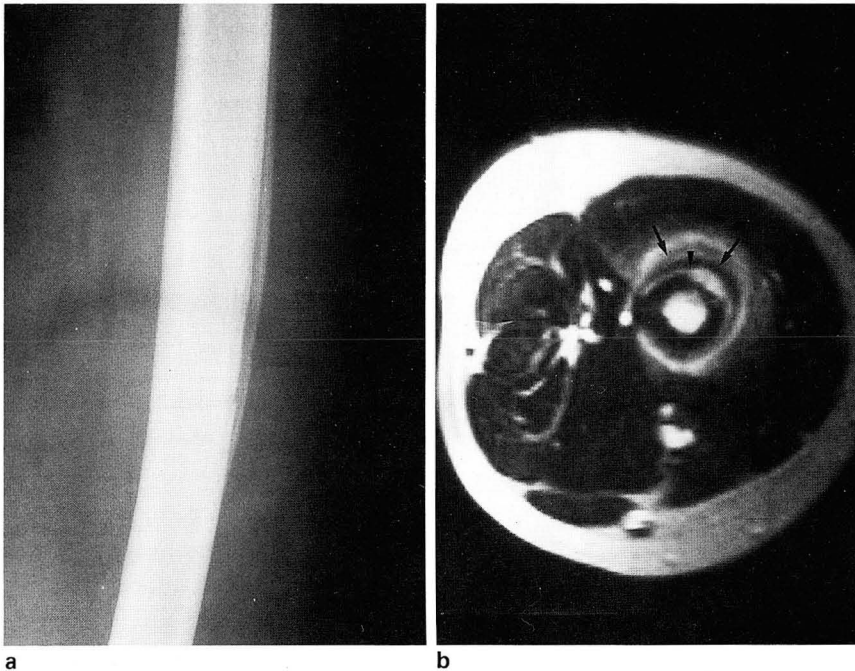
A 11 year-old female patient with left thigh pain for 15 days. The initial radiograph(a) demonstrates two layers of lamellated periosteal reaction and cortical irregularity. Alternating high signal subperiosteal inflammation(arrowhead) and low intensity of periosteal arcs(arrows) can be seen at axial T2- weighted image(b), representing multiple periosteal reaction. Soft tissue edema is also noted.
